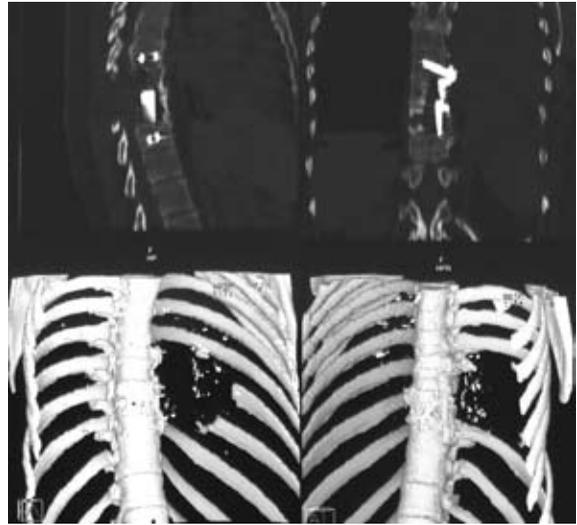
КТ с трехмерной реконструкцией. Опухоль T_{VII}-T_{VIII} позвонков, замещение позвонков телескопическим протезом.
